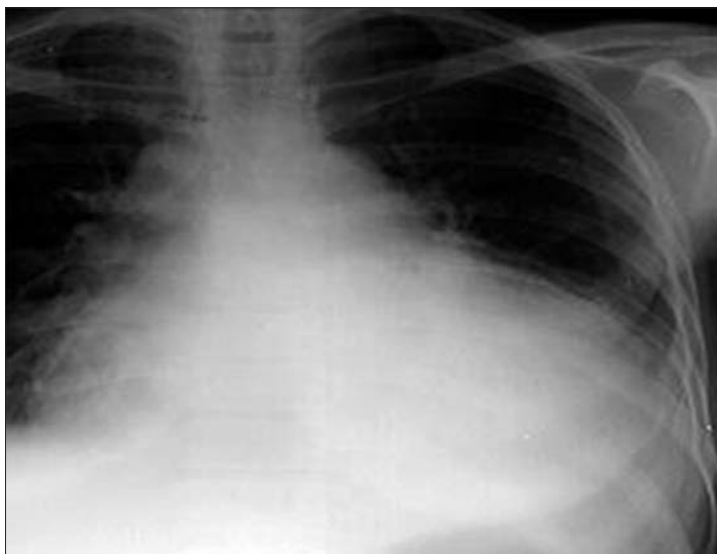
Radiografia cutiei toracice în pericardita acută
